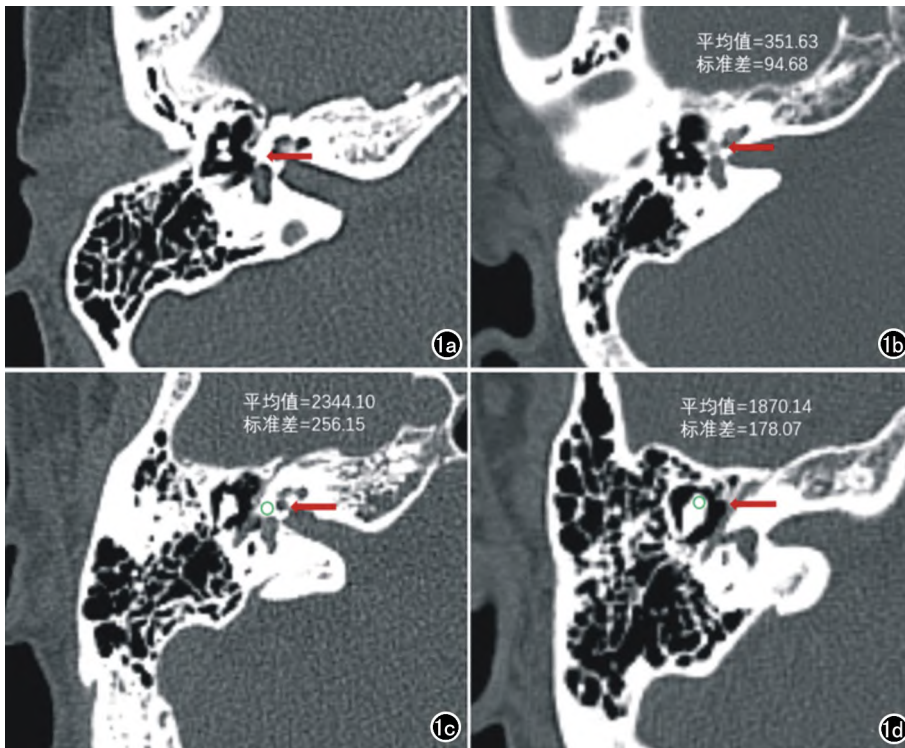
a)正常耳 HRCT 图像,前庭前区骨质密度均匀(箭);b)前庭窗型耳硬化症 HRCT 图像,前庭前区骨质密度减低(箭);c)骨迷路 CT 值测量,ROI 放置于骨迷路前庭窗前区,几乎全覆盖其中心(绿圈);d)锤骨头 CT 值测量,ROI 放置于锤骨头最大显示层面,几乎全覆盖其中心(绿圈)。
